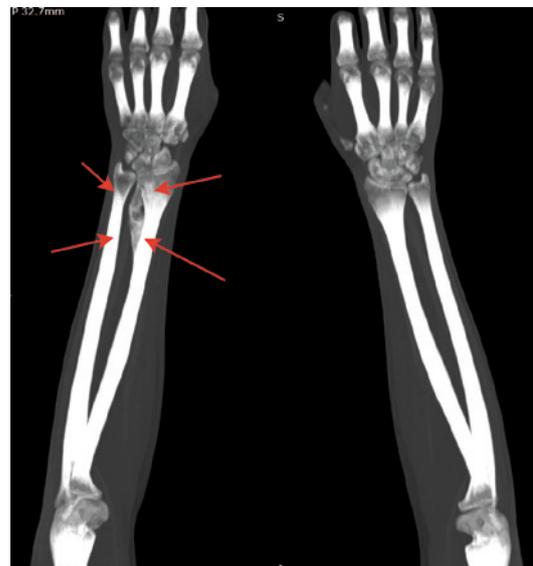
Рентген-компьютерная томография в режиме максимальной интенсивности (разрезы через 32 мм). Стрелки указывают на опухоль дистального отдела правой лучевой кости на момент выявления новообразования
